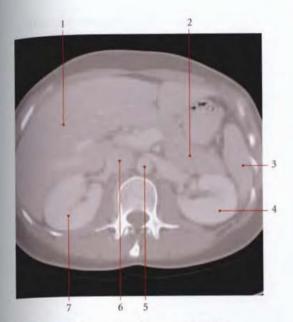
TDM passant par L2 (vue inférieure)
